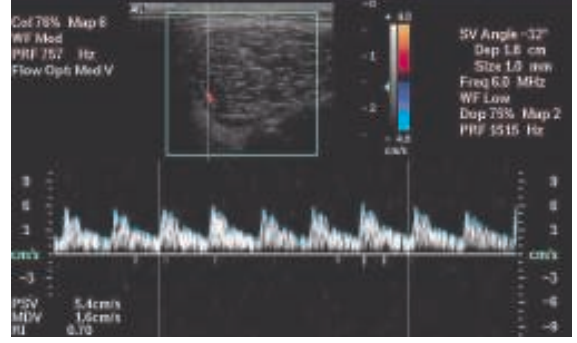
Yüzeysel parotis US'de parotis bezinin yüzeysel lobu altında lobüle konturlu, hipoekoik kitle lezyonu izleniyor. Renkli Doppler ile lezyon içerisinde ve çevresinde ancak birkaç adet küçük vasküler yapılara ait renklenme izleniyor.
